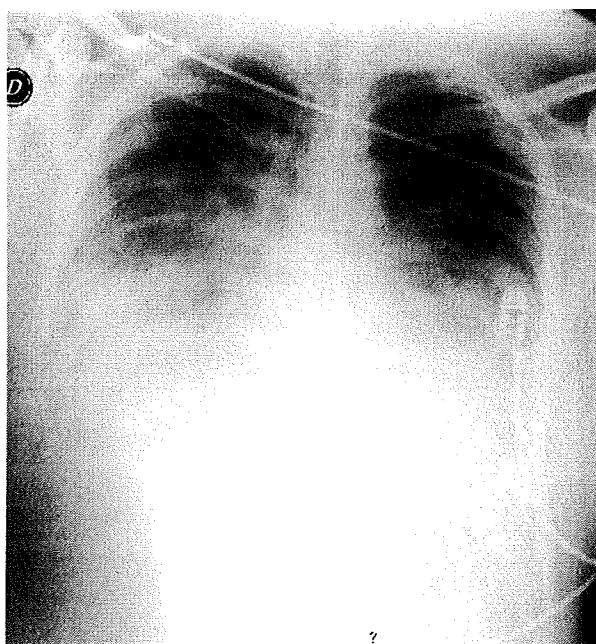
症例2入院初日 (2009/04/09) 胸部単純写真
